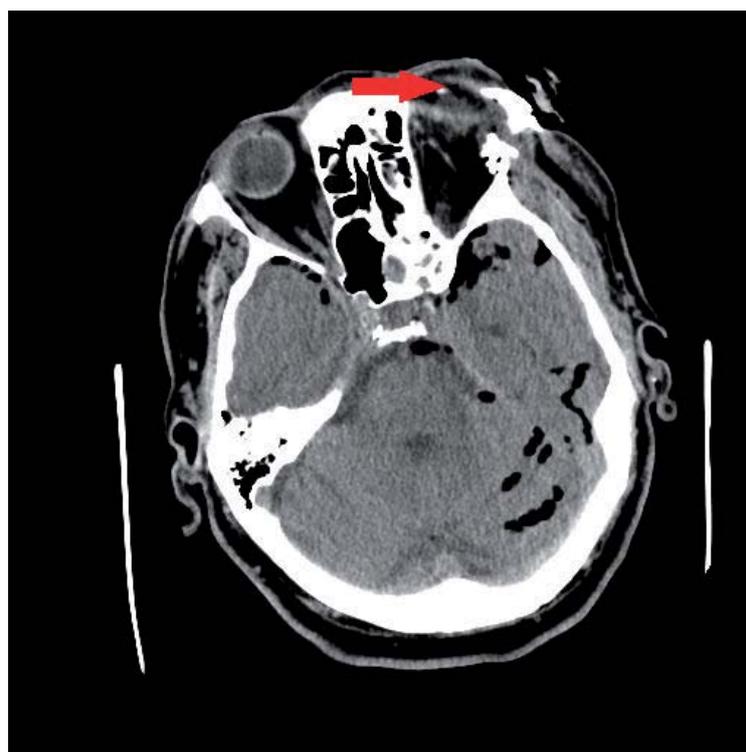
TAC cerebral donde se observa el estallido del globo ocular izquierdo (flecha roja).
